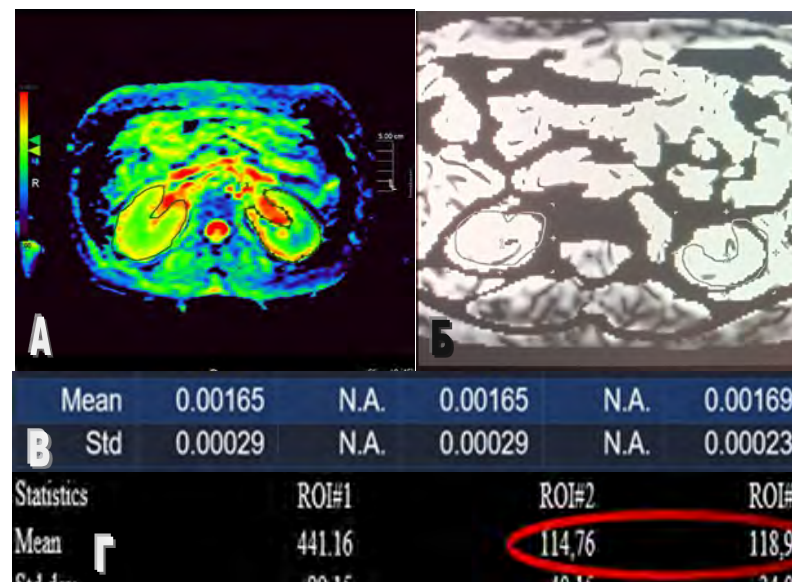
Полученные результаты ДВИ и ASL-перфузии. Пациент И. 60 лет, (а) — постпроцессинговая обработка результатов ДВИ, цветная карта ИКД, б — постпроцессинговая обработка результатов ASL-перфузии, в — количественные показатели ДВИ (ИКД), г — результаты ASL-перфузии)
